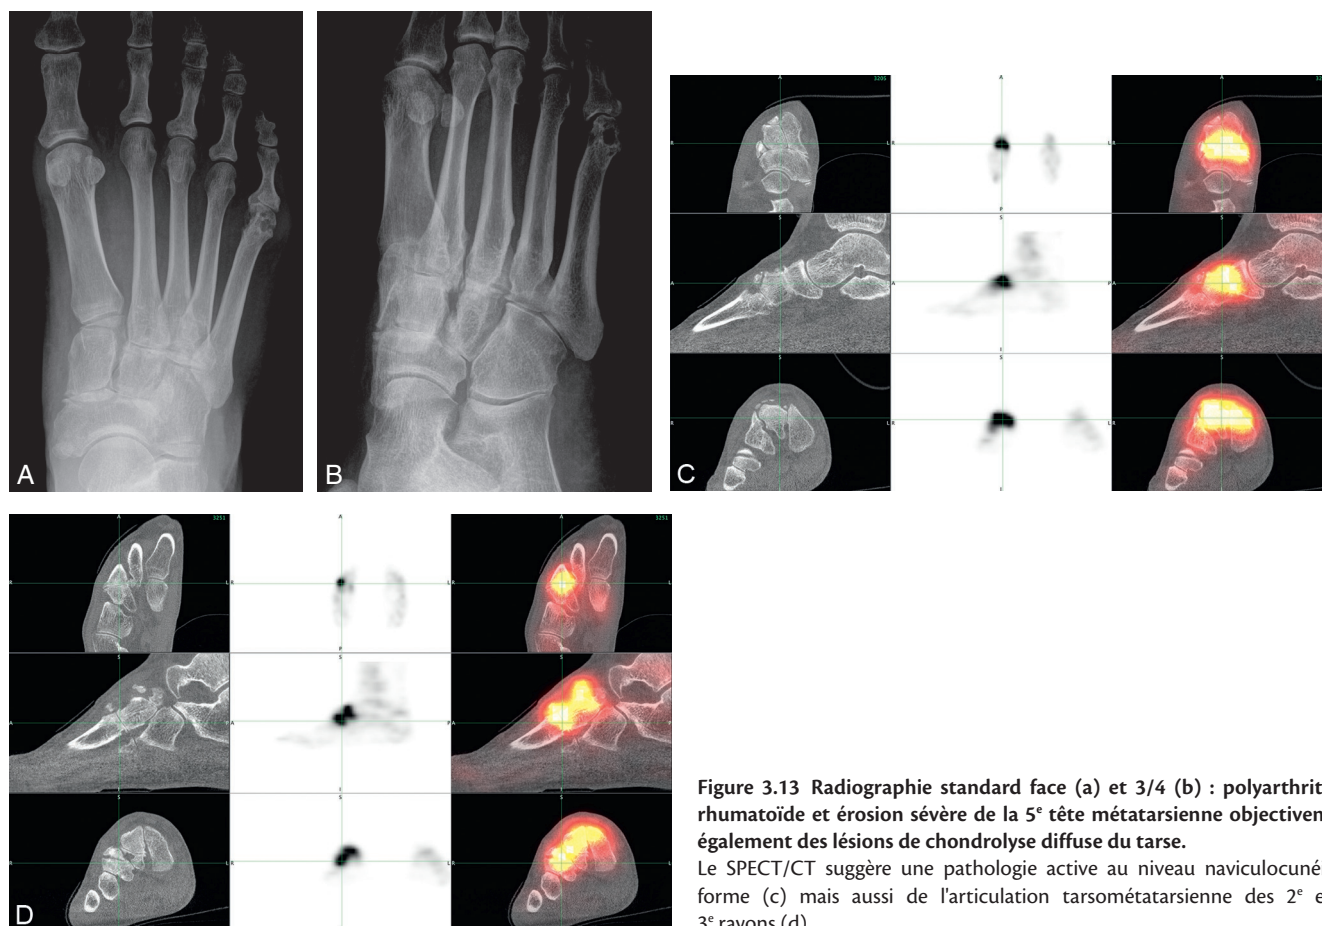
Radiographie standard face (a) et 3/4 (b) : polyarthrite rhumatoïde et érosion sévère de la 5^e tête métatarsienne objectivent également des lésions de chondrolyse diffuse du tarse. Le SPECT/CT suggère une pathologie active au niveau naviculocunéiforme (c) mais aussi de l'articulation tarsométatarsienne des 2^e et 3^e rayons (d).
